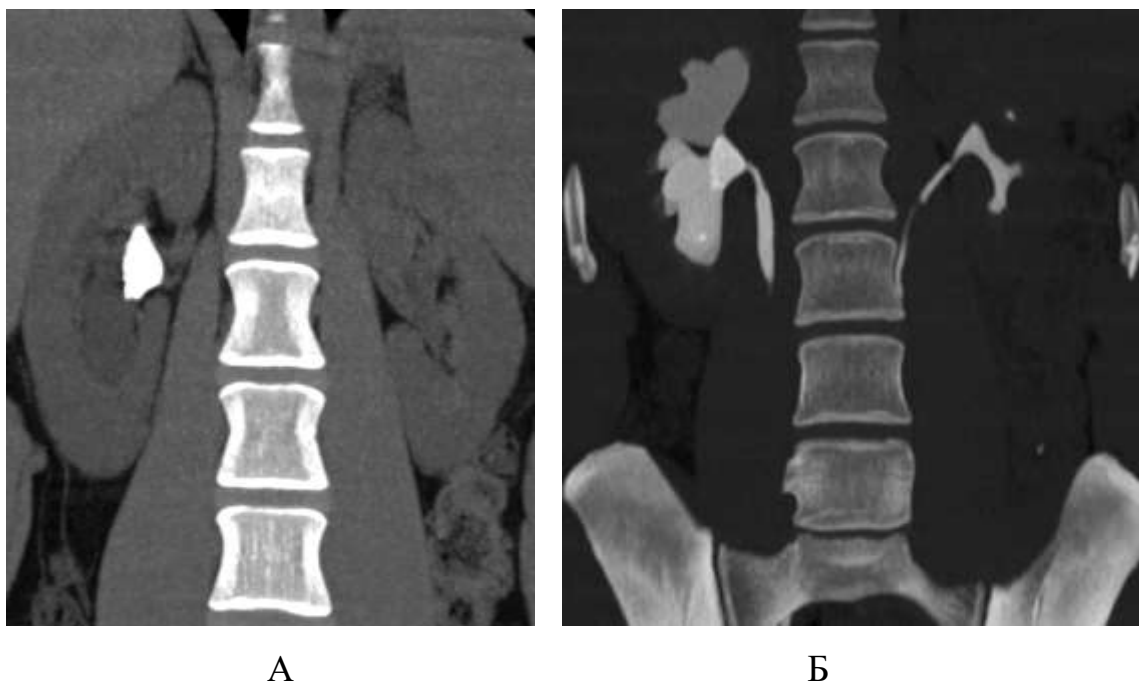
А і Б Хвора П. 57 років. Камінь правої нирки і розширені чошки на обзорній (А) і болюсно-контрастованій (Б) КТ.
